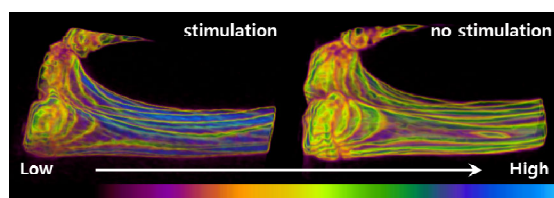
X-ray attenuation coefficient distribution
